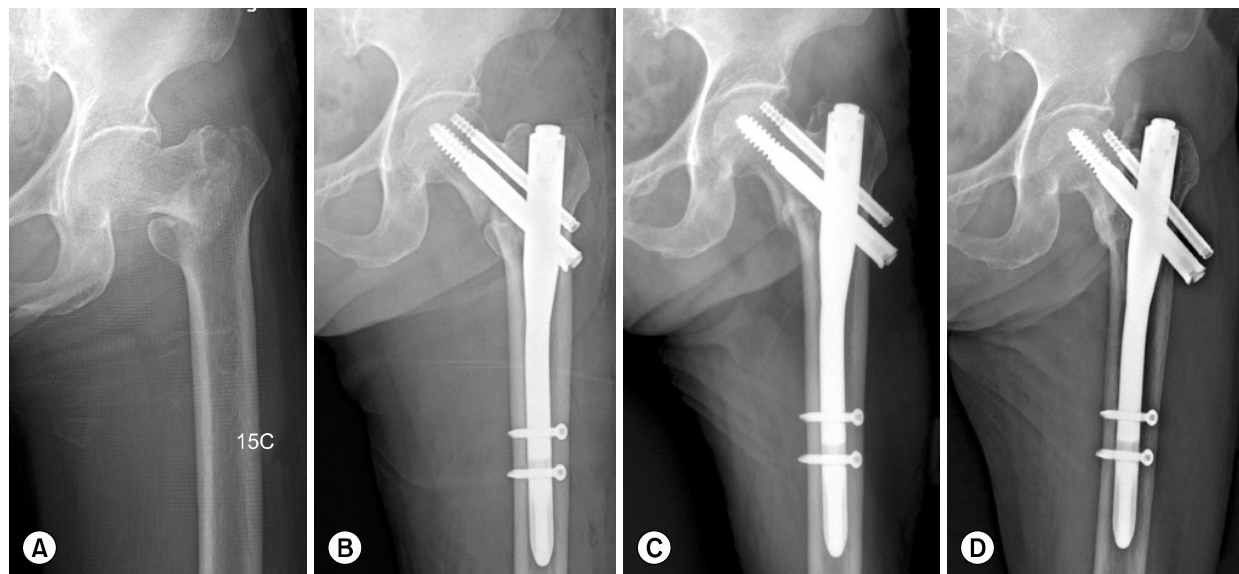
(A) 72 year old female patient presented with intertrochanteric fracture as AO/ASIF classification A1.1. (B) We performed closed reduction and intramedullary fixation using PFN. (C) Radiograph which was taken 3 weeks later shows distal migration of hip pin and neck screw. (D) 14 months later post-operatively, radiograph shows more migration of hip pin and neck screw but union was obtained. She complained of pain because of protruded hip pin and neck screw.
